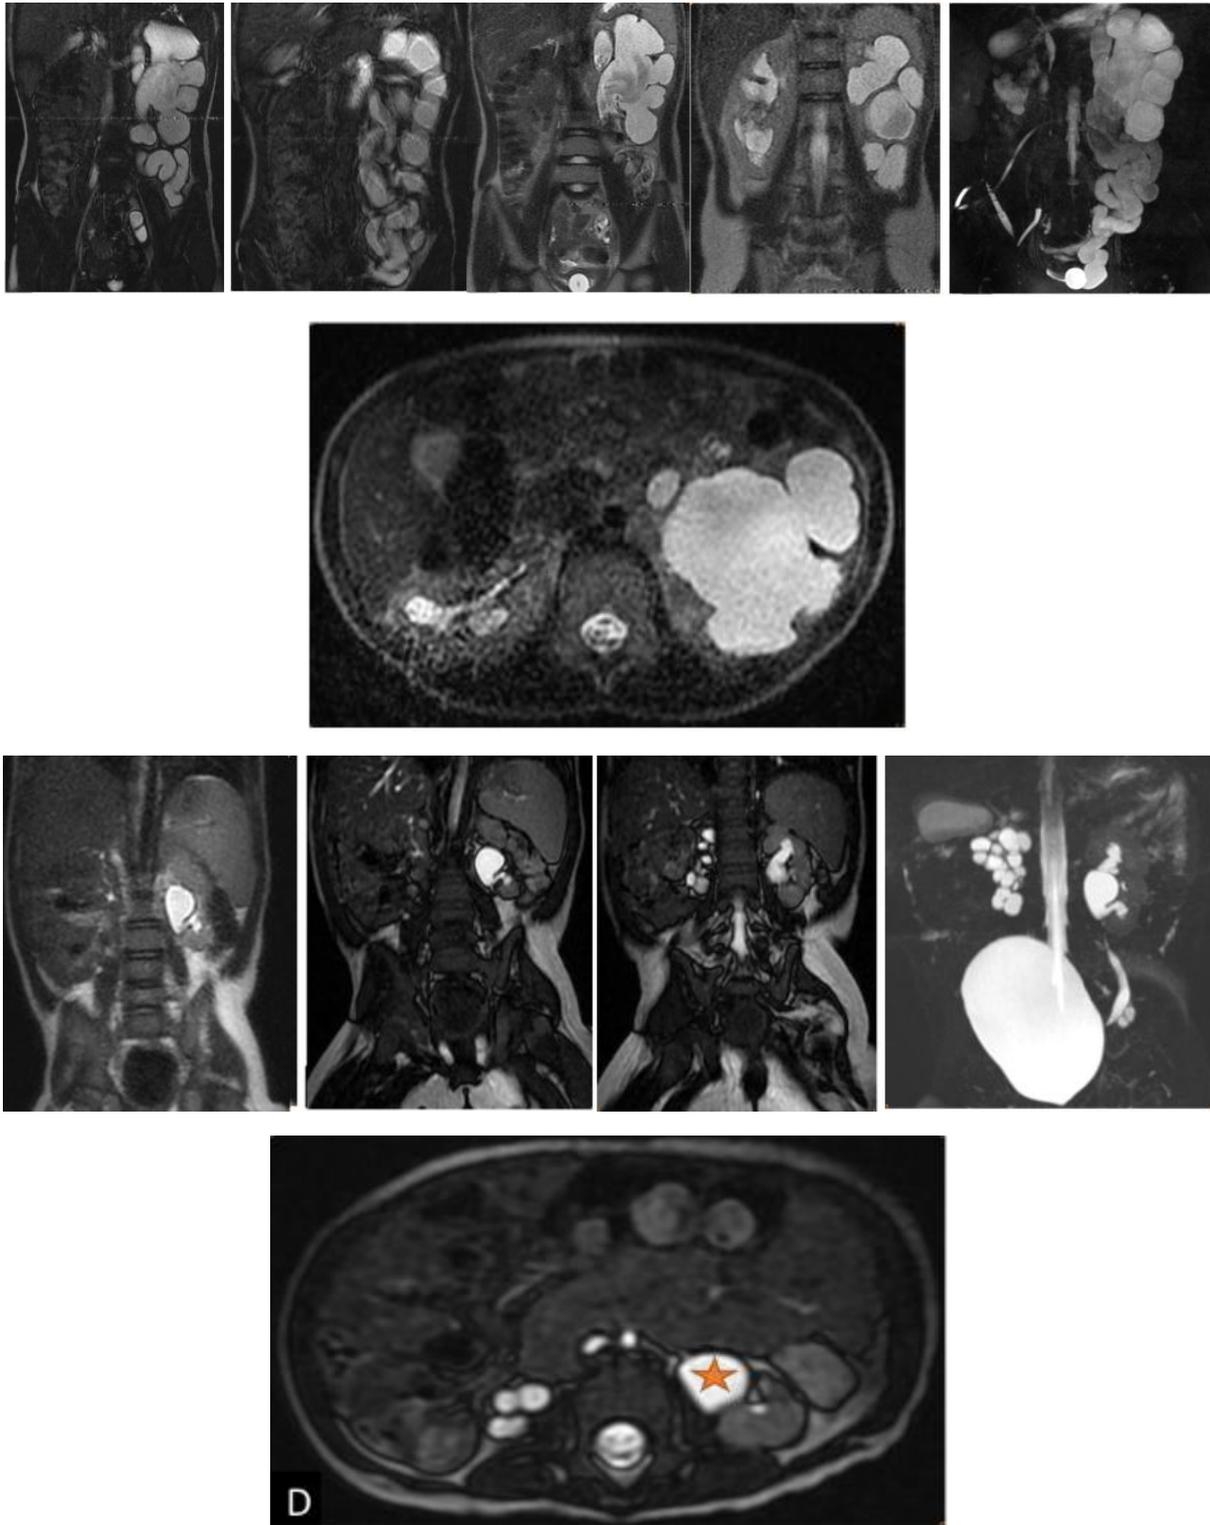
URO IRM:Dysplasie multi kystique du rein droit (flèche rouge) ainsi qu'un double système pyélo caliciel gauche avec un syndrome de jonction pyélo-urétéral gauche au dépens de son pyélon inférieur. [20]
